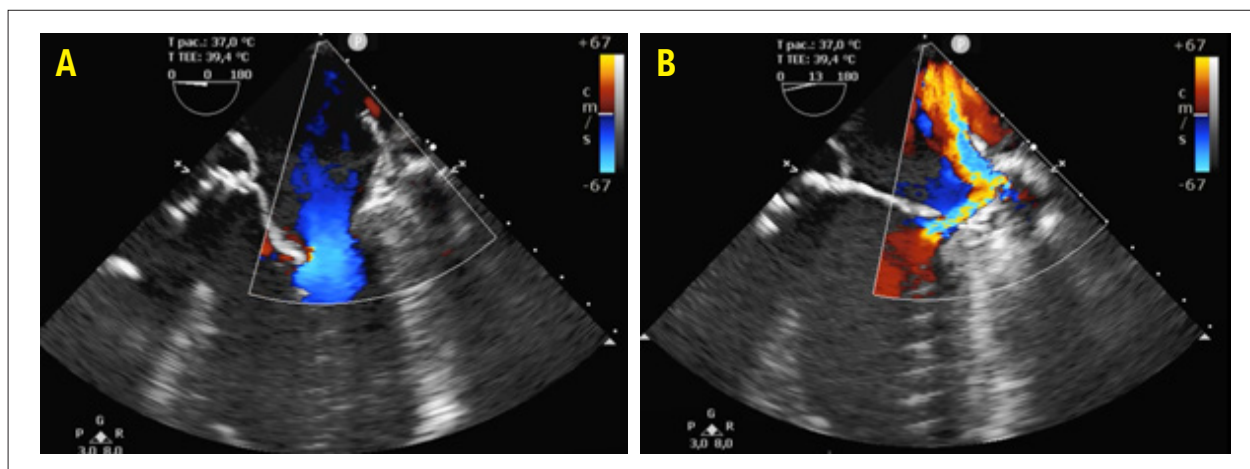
Ecocardiograma Transesofágico evidenciando coaptação deslocada em direção à CP (A), uma relação da CA em relação à CP > 2:1 (B) e o jato excêntrico decorrente da coaptação inefetiva (C).
